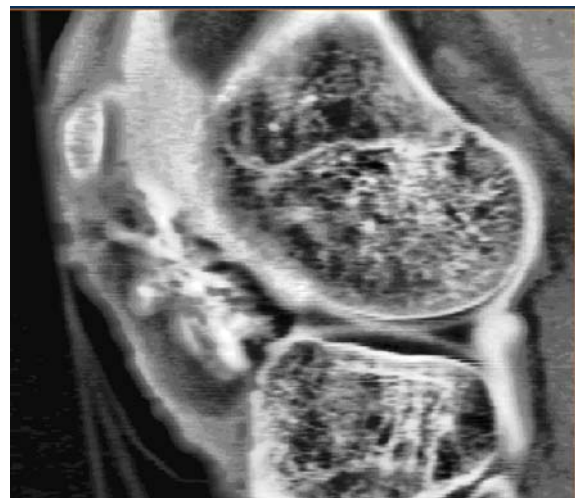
CT-Aufnahme des Kniegelenks in der Sagittalebene.
